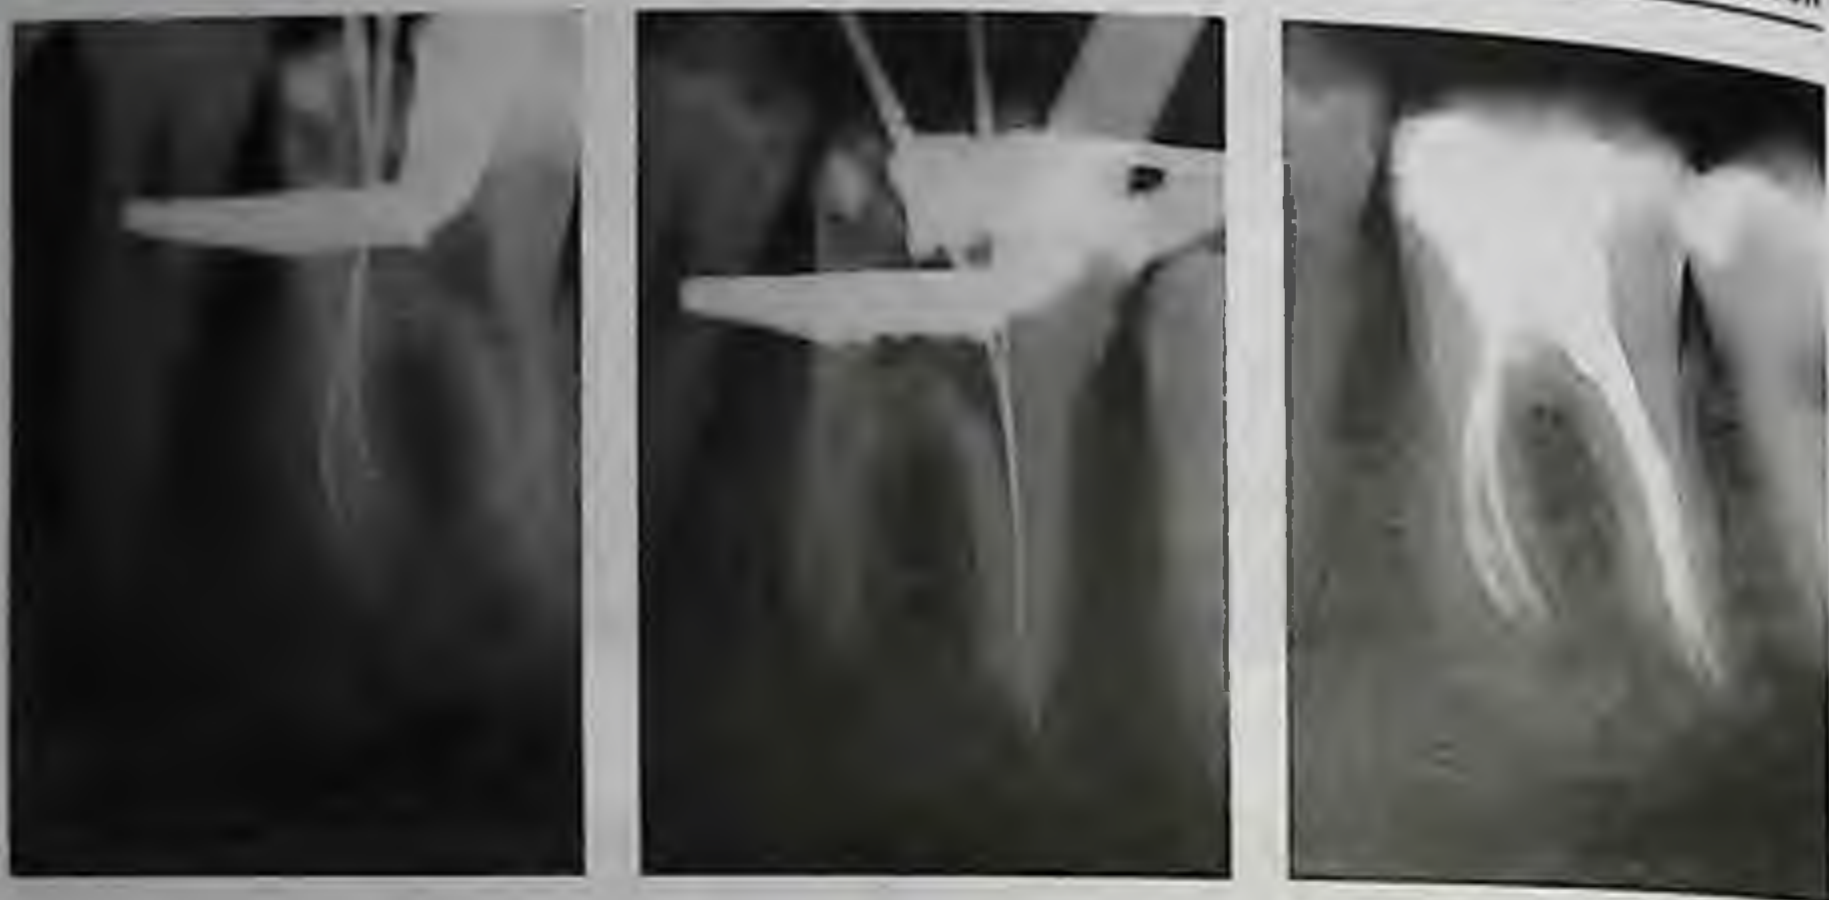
(окончание). Обострение хронического периодонтита зуба 3.7 у девочки 14 лет: е, ж — контрольные рентгенограммы через 3 года после лечения
